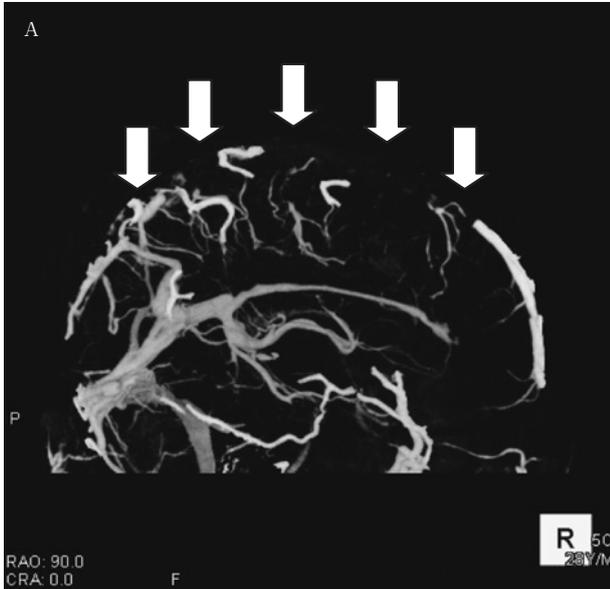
A 3D-CT venography demonstrates a defect of contrast enhancement in the superior sagittal sinus (white arrow).
